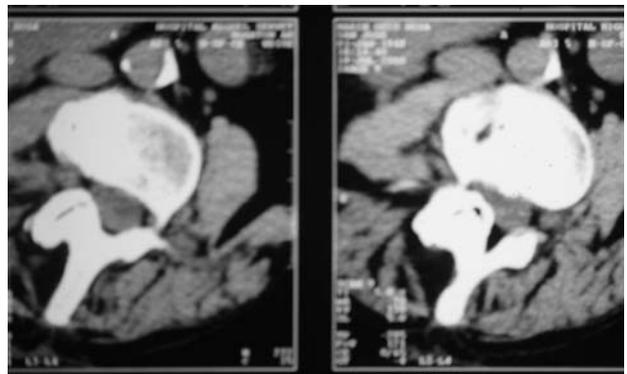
TAC, caso de la figura 7. Estenosis con escoliosis hipertrofia de las articulares y pérdida de alineación de las mismas.
